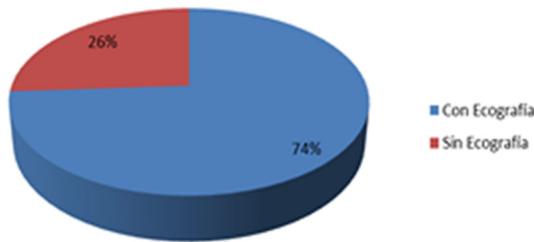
Ecografía en embarazo.
